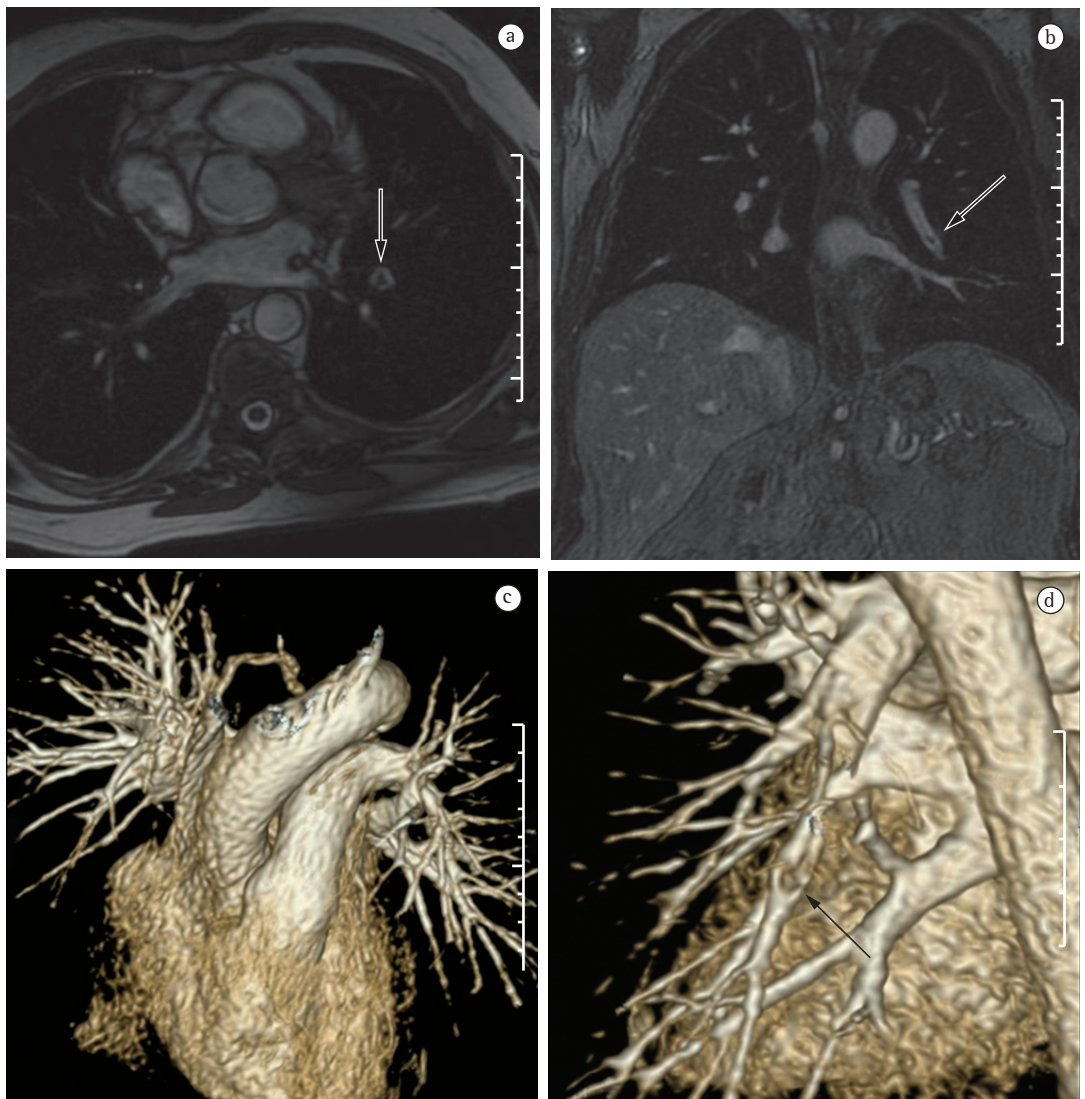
Em A, imagem de ressonância magnética axial ponderada em T2 sem contraste. Note o material tromboembólico na artéria pulmonar no lobo inferior esquerdo (seta). Em B, angiografia por ressonância magnética mostrando material tromboembólico no mesmo vaso. Em C, reconstrução tridimensional (*volume rendering*) de angiografia por ressonância magnética mostrando a resolução subsegmentar. Em D, reconstrução tridimensional (*volume rendering*) de angiografia por ressonância magnética mostrando falha de enchimento parcial (seta).
